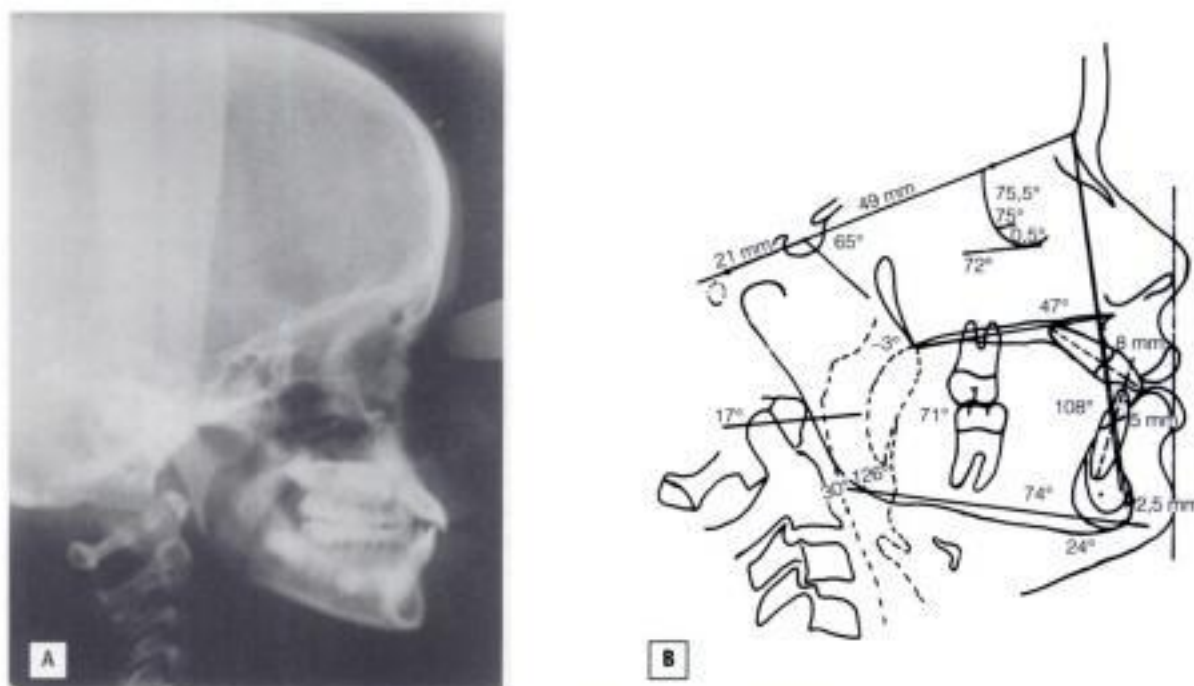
A) Telerradiografía. B) Cefalograma.
